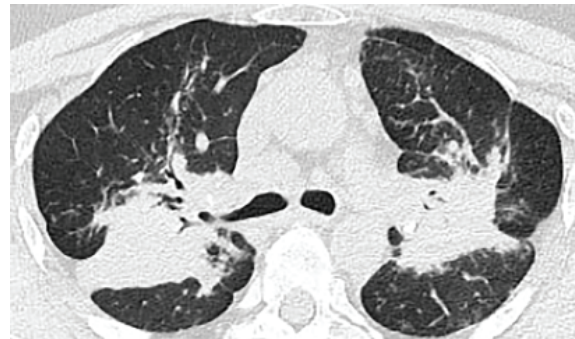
Пацієнтка М., 56 років, КТ ОГП, аксіальний зріз: масивні консолидації у прикорених зонах (3 бали)
